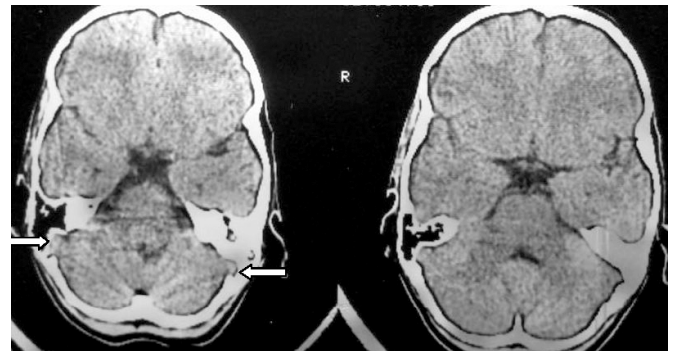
КТ больной Ч.: тромбоз левого и правого латеральных синусов (стрелки) (а) и снижение воздушности ячеек сосцевидного отростка (б).
